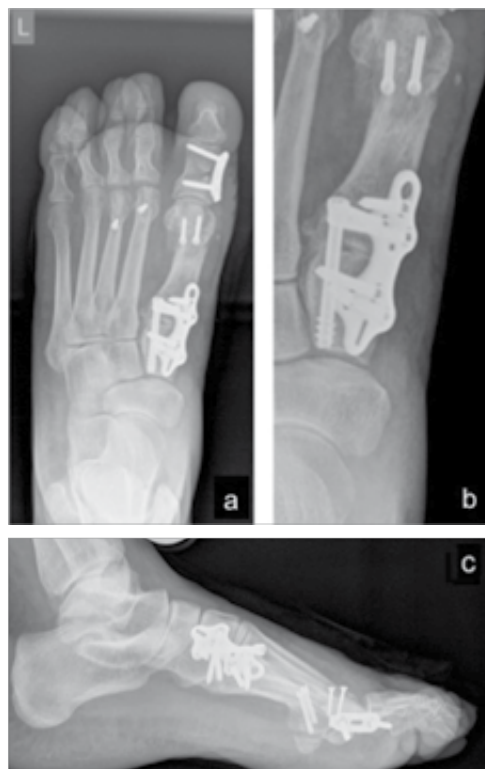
a–c: Beispiel einer TMT-I-Arthrodese bei Hallux valgus-Rezidiv (postoperatives Röntgenbild) einer 72-jährigen Patientin mit der TMT-Fusionsplatte der Firma Synthes (a). Zusätzliche Halluxkorrektur durch mod. Chevron-Osteotomie sowie eine Akin-Osteotomie, die bei osteoporotischem Knochen in diesem Fall mit einer kurzen geraden Fusionsplatte anstelle der sonst üblichen HCS-Schraube versorgt wurde. Hammerzehenkorrektur II/III mittels Weil-Osteotomie. Die Vergrößerung (b) zeigt analog zum vorherigen Beispiel, wie die Kopfverriegelungsschrauben der polyaxial winkelstabilen Platte an einer zuvor plattenunabhängig eingebrachten axialen Kompressionschraube (4,5mm HCS, Synthes) vorbei angebracht werden konnten. Laterale Ansicht (c)
